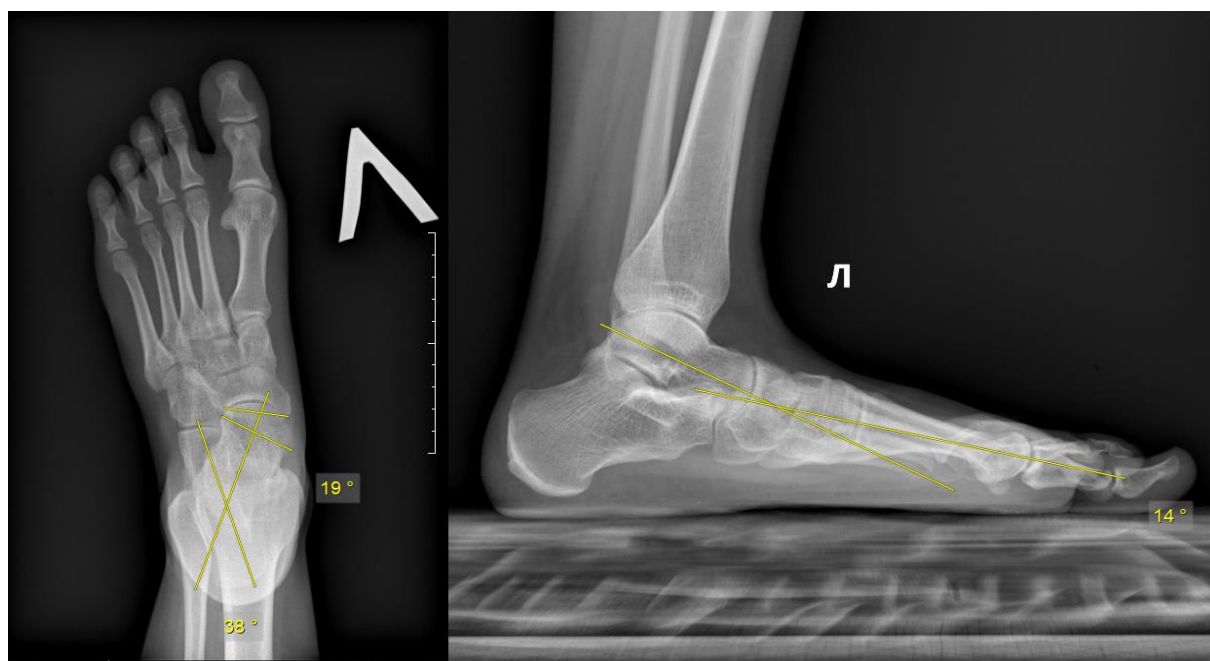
Рентгенограмма пациентки А. до оперативного лечения: Л – дорсо-плантарная проекция: Т-1-П; М – боковая проекция: ТЛС; ТПУ.
